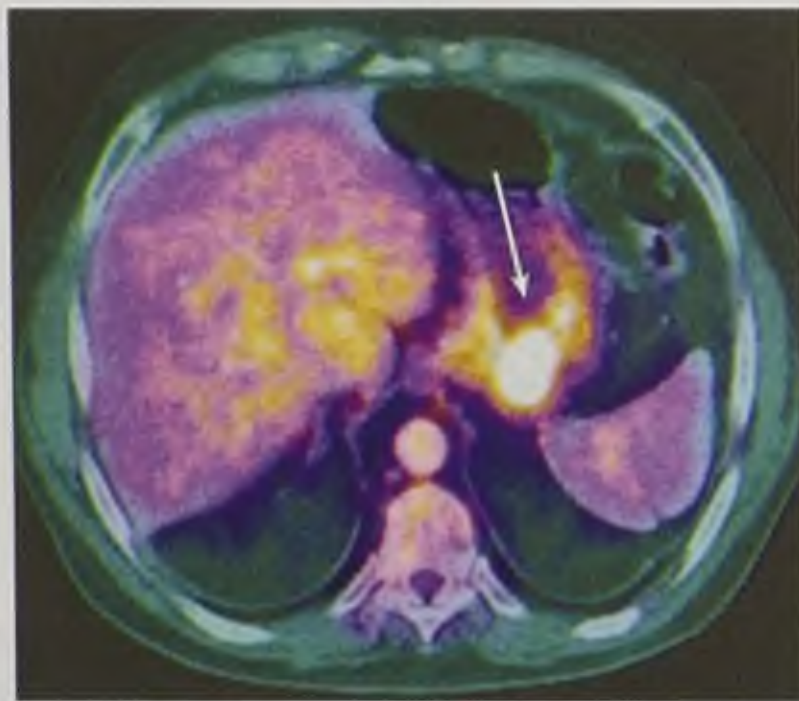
Совмещенная позитронно-эмиссионная и компьютерная томография — плоскоклеточный рак пищевода: *a* — на компьютерной томограмме определяется сужение просвета и утолщение стенок пищевода; *б* — на позитронно-эмиссионной томограмме определяется локальный гиперметаболизм фтордезоксиглюкозы; *в* — на позитронно-эмиссионной компьютерной томограмме метаболические изменения соответствуют структурным (стрелки)
